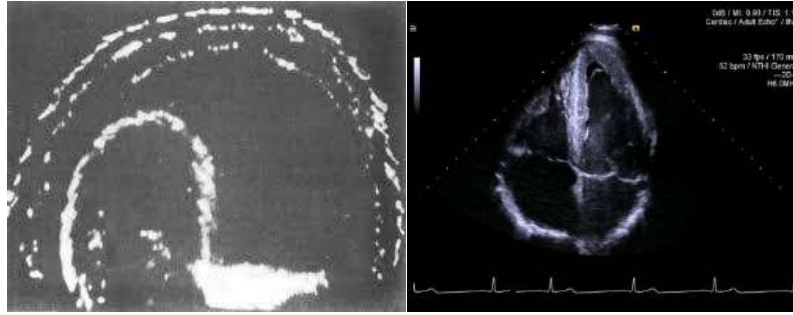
A evolução da tecnologia de ultrassonografia. Na imagem da esquerda é possível notar a formação das linhas de imagem com pouca resolução e pouca distinção entre elementos na imagem. A da direita representa uma categoria de aparelhos mais recente, que possibilita a distinção entre estruturas e com resolução bastante melhorada.
